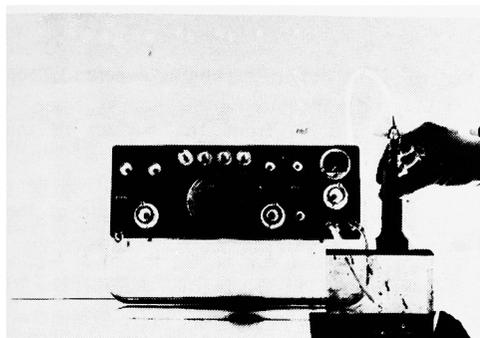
Ultrasonic Diagnostic Apparatus (A-Scope, Japan Radio Co.) and probe used to scanning plastic block.
